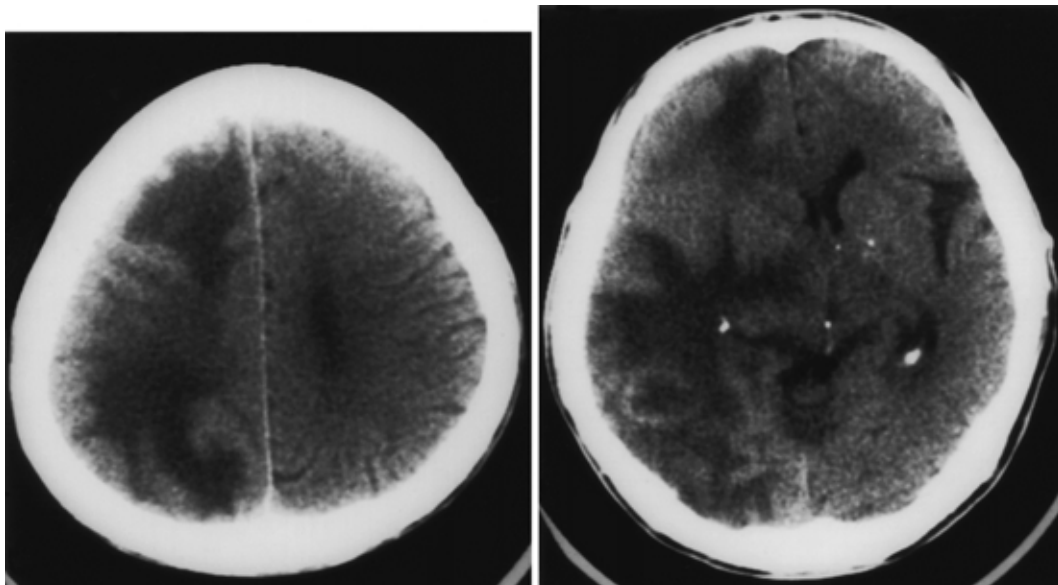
Brain CT scan showing two masses in the right parietooccipital and frontotemporal regions.
